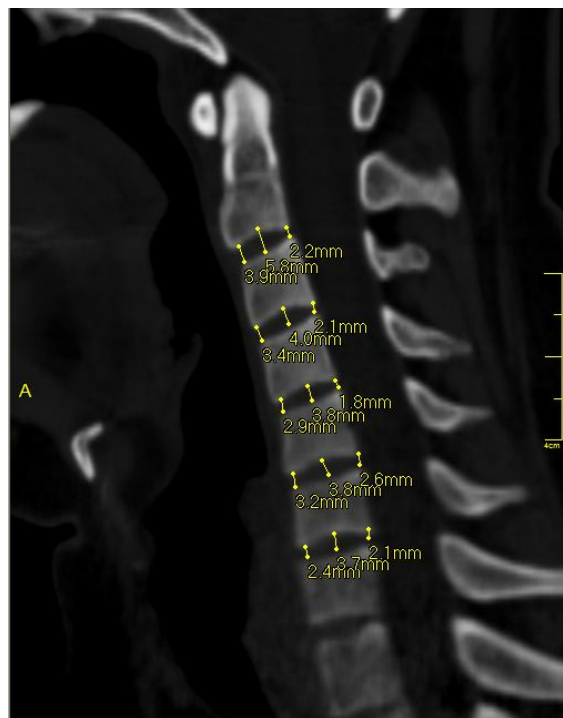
Комп'ютерна томограма шийного відділу хребта, бічна проекція.
